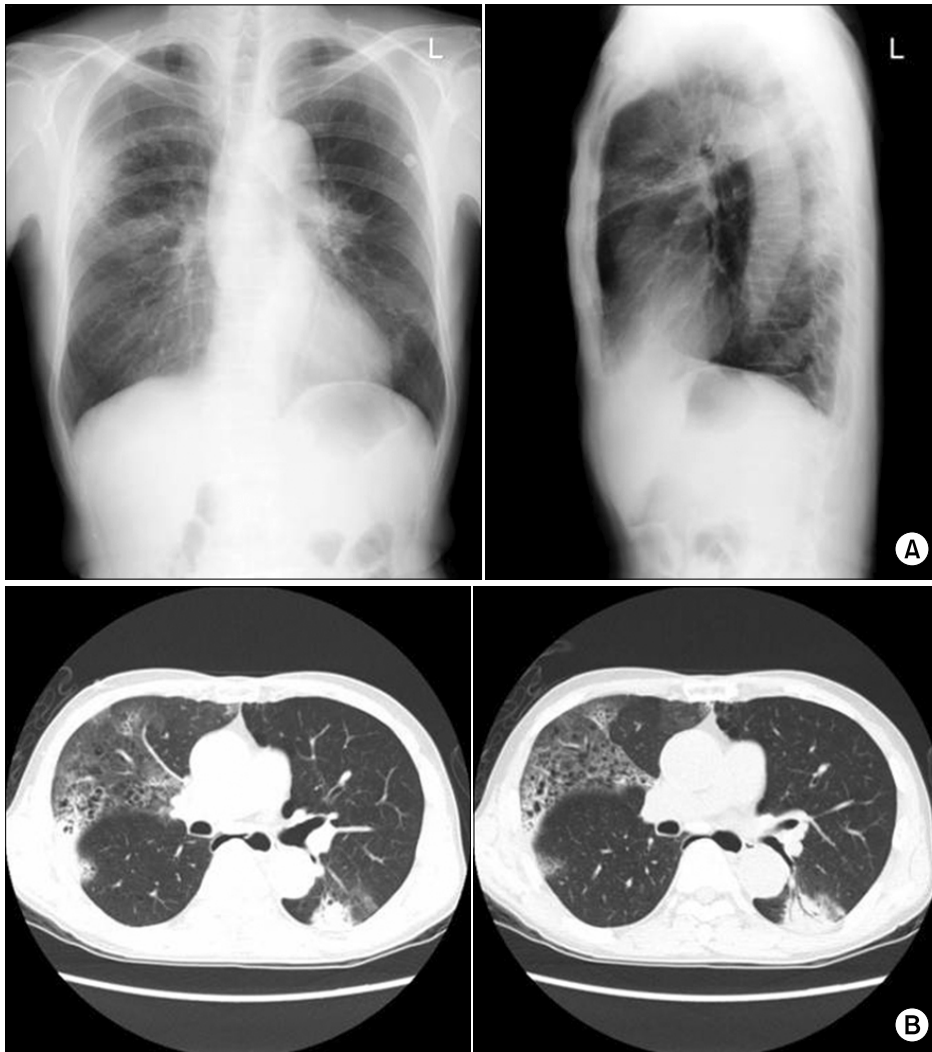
(A) Chest PA and lateral view showed wedge-shaped consolidation in right upper lung field. (B) Chest CT scan showed air-space consolidation with ground glass opacity in posterior segment of right upper lobe and superior segment of both lower lobe.
